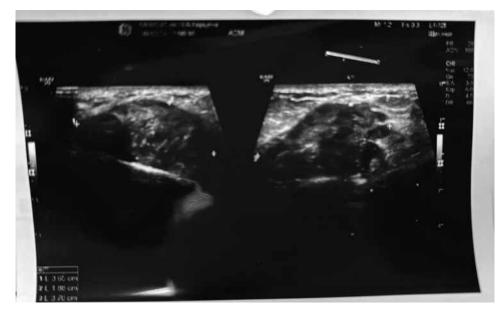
Ультразвуковая картина новообразований (два образования) Fig. 18. Ultrasound image of the tumor (two tomor nodes)
